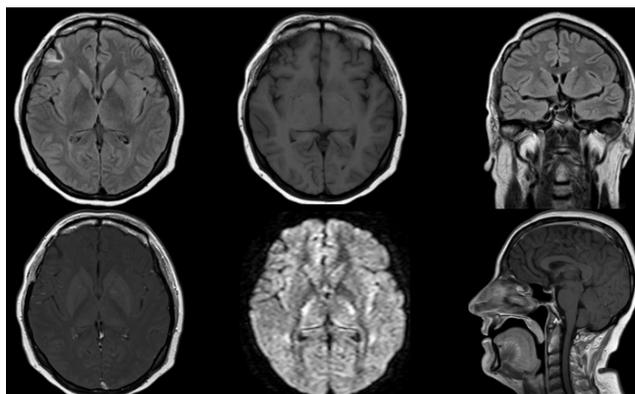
Resonancia magnética nuclear de cerebro simple que demuestra resolución de edema cerebral difuso, tomada 14 días después de su ingreso.
